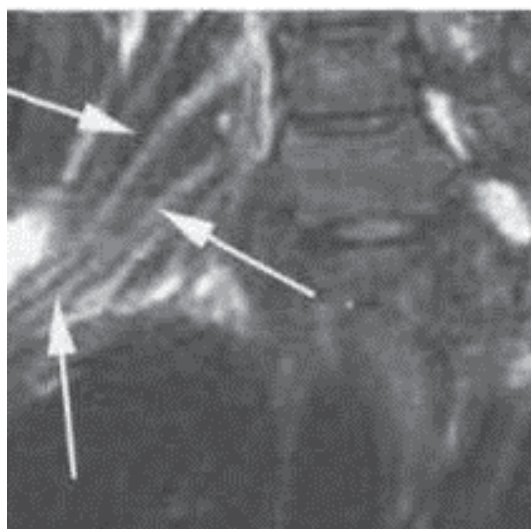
МРТ шейного отдела позвоночника с захватом правого плечевого сплетения (T2 режим), признаки лучевого поражения в виде диффузного расширения стволов плечевого сплетения (указано стрелками)
